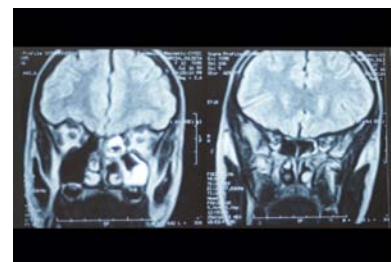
RMN postquirúrgica Compromiso etmoideo maxilar parcial
